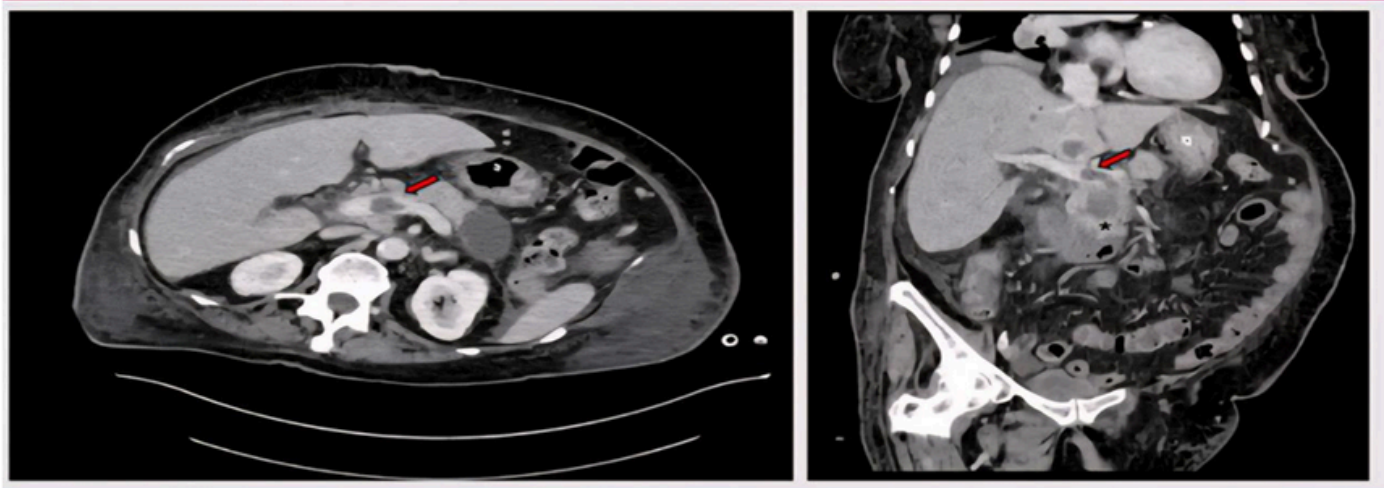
The pancreatic head tumor led to almost total obstruction of the extrahepatic portal vein. On the axial (left) and coronal (right) CT mages, the red arrow points to the filling defect in the extrahepatic portal vein. The head of the pancreas is marked with an asterisk (34).
